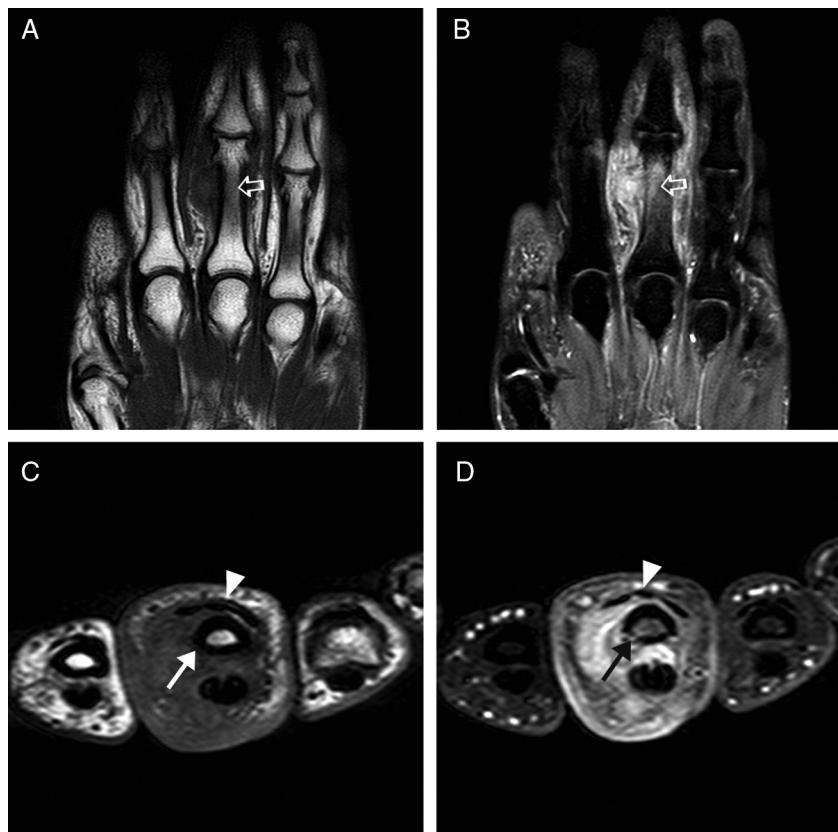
RM que demonstra formação expansiva em partes moles da face radial da falange proximal com iso/hipersinal em relação ao músculo em T1 (A e C), leve hipersinal em T2 (B) e significativo realce heterogêneo ao meio de contraste paramagnético (D); discreto afilamento da cortical óssea (setas), que desloca superiormente o capuz extensor (cabeças de seta), e padrão de edema medular ósseo (setas abertas).
